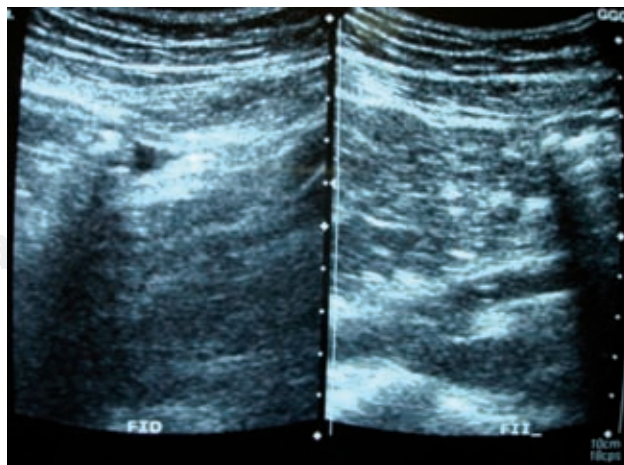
USG abdominal: Con cambios en región pericecal y líquido libre a este nivel.
